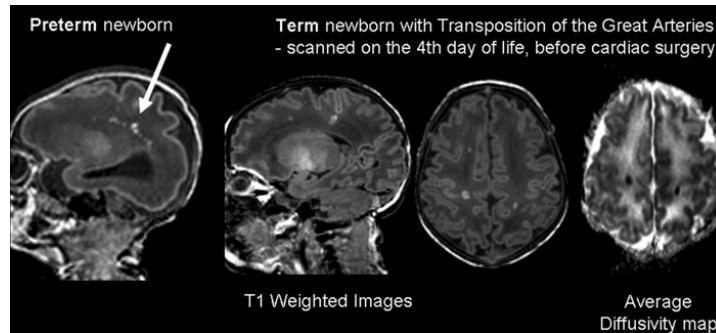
Lésions de la substance blanche observée en IRMa. A gauche, la coupe en IRM sagittale montre des lésions de la substance blanche chez un nouveau-né prématuré de 28 semaines d'âge gestationnel et à droite des lésions de la substance blanche chez un nouveau-né né à terme avec une TGV, scanné au 4^{ème} jour de vie avant la chirurgie cardiaque (coupes sagittale et axiale). A droite (Average diffusivity map= carte des diffusions du signal) les lésions chez le nouveau-nés avec une TGV sont souvent aiguës et focales (Extrait de McQuillen & Miller, 2010).
